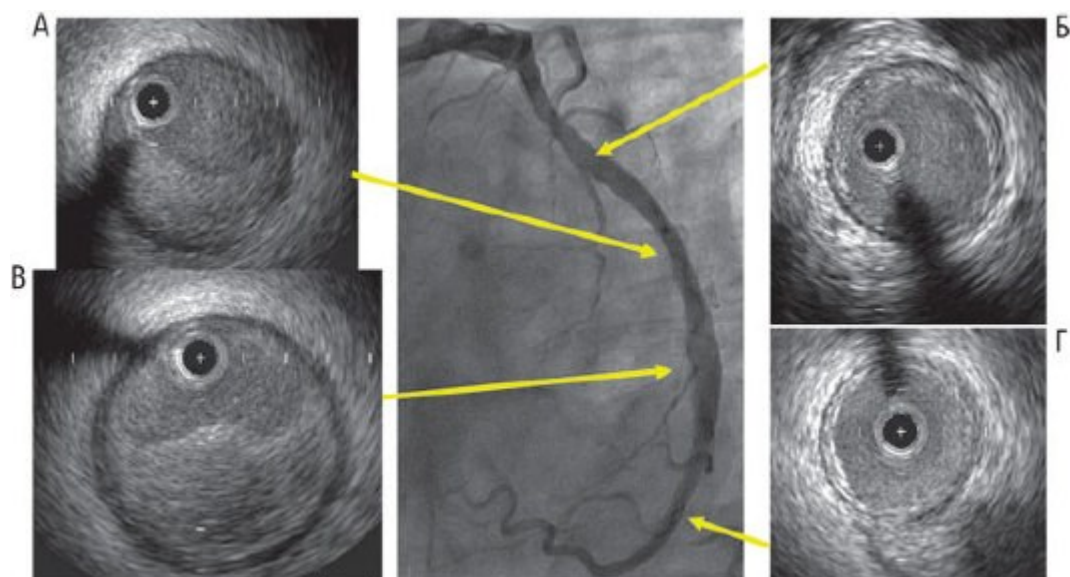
Четыре поперечных ультразвуковых среза, соответствующих позициям, указанным на ангиографическом изображении огибающей артерии в левой передней косой проекции. Больной с боковым ИМ с элевацией сегмента ST через 3 дня после проведения тромболитической терапии. Отсутствие значимого остаточного стеноза подтверждается УЗИ. Оно демонстрирует выраженное положительное ремоделирование при сравнении поперечного среза пораженного участка (А и В) с проксимальным (Б) и дистальным (В) референтными срезами, где визуализируется лишь умеренная концентрическая фиброзная бляшка. Следует отметить, что эксцентричная бляшка на снимке (А) обладает более низкой эхогенностью, чем окружающая адвентициальная оболочка. Неоднородность структуры бляшки на снимке В - результат надрыва ее покрышки с формированием в бляшке каналов, сообщающихся с просветом сосуда. Отсутствие обычной вогнутости края интимы свидетельствует в пользу недавнего тромбоза.
